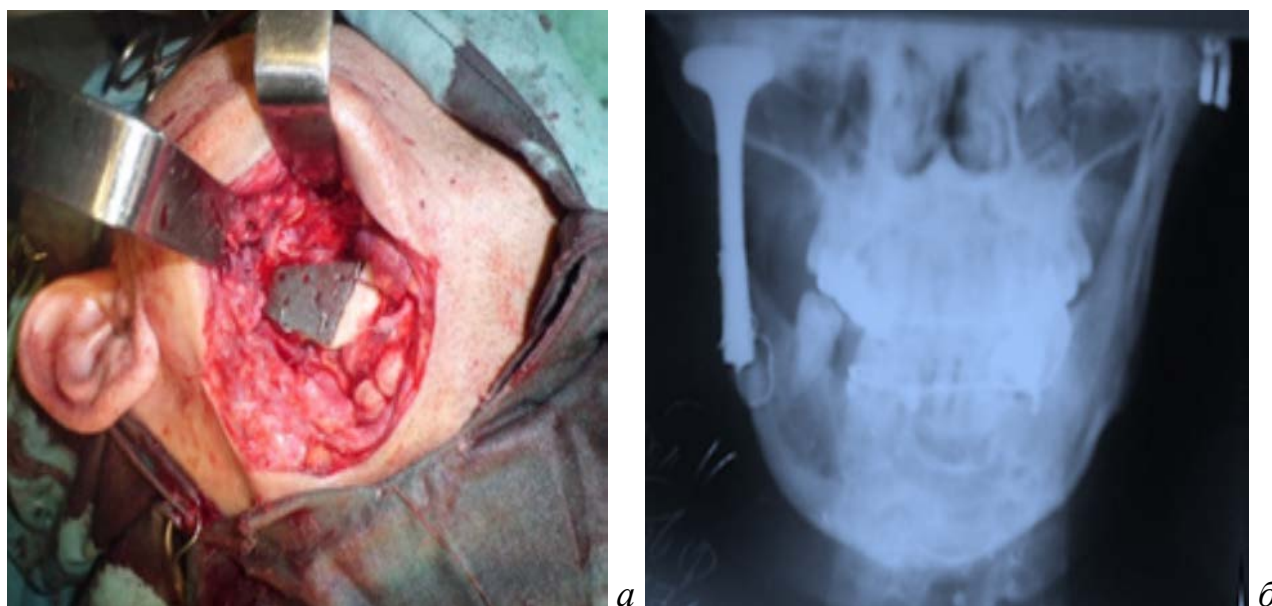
Больной Я., 39 лет, № и/б 9122/276. а - момент установки эндопротеза ветви и головки нижней челюсти; б – рентгенограмма после установки эндопротеза из никелида титана
